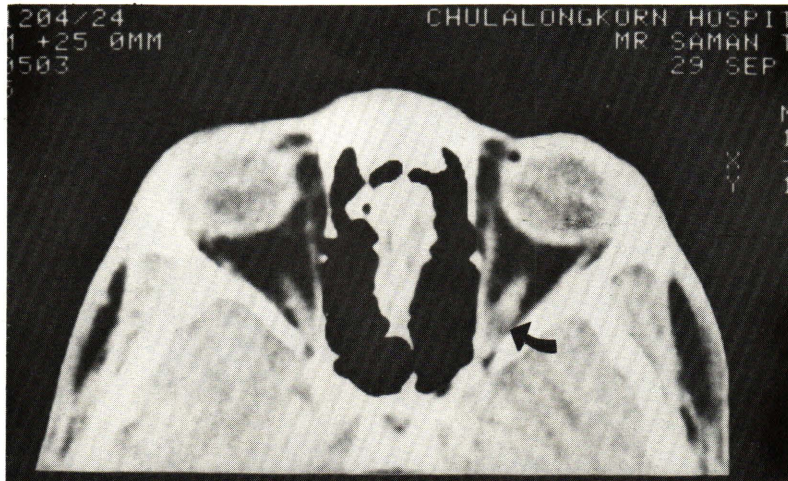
Optic neuritis. Axial CT scan of 25 year-old male with painful ophthalmoplegia of the left eye and blurred vision revealed thickening and enhancement of the left optic nerve with small hypodense area within the optic nerve (arrow).
